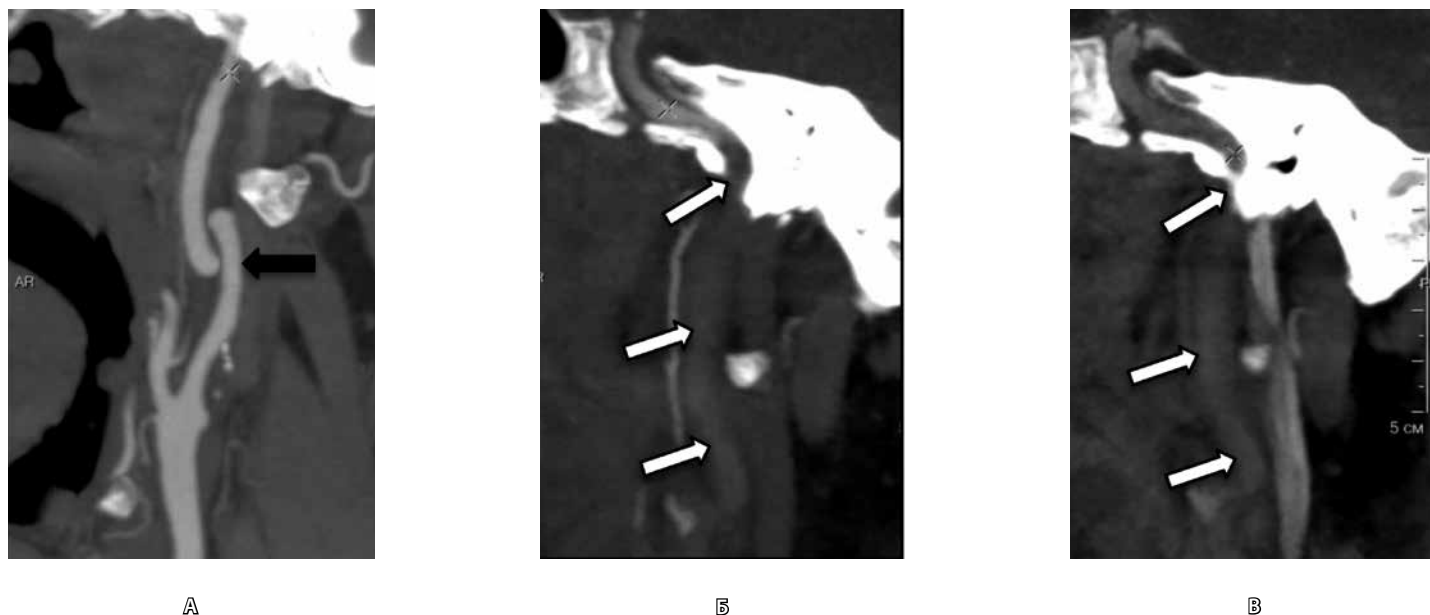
Осложнения после резекции внутренней сонной артерии с протезированием. А – предоперационная МСКТ, артериальная фаза болюсного контрастирования, реконструкция в сагиттальной плоскости: койлинг внутренней сонной артерии (черная стрелка); Б и В – послеоперационная МСКТ, криволинейная реконструкция: отсутствие контрастирования шейного сегмента внутренней сонной артерии в артериальную (Б) и венозную (В) фазы (белые стрелки)
